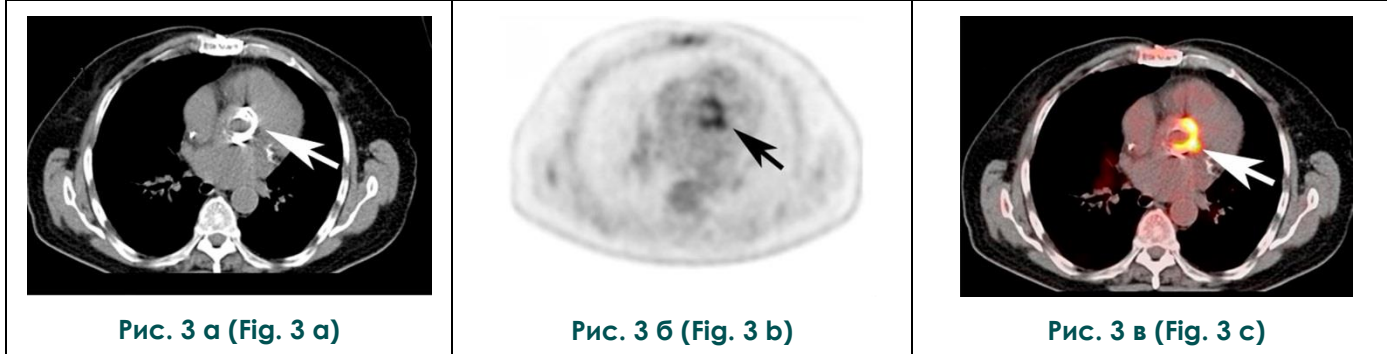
Визуализация инфекционного эндокардита протеза аортального клапана методом 18F-ФДГ-ПЭТ/КТ [38].
